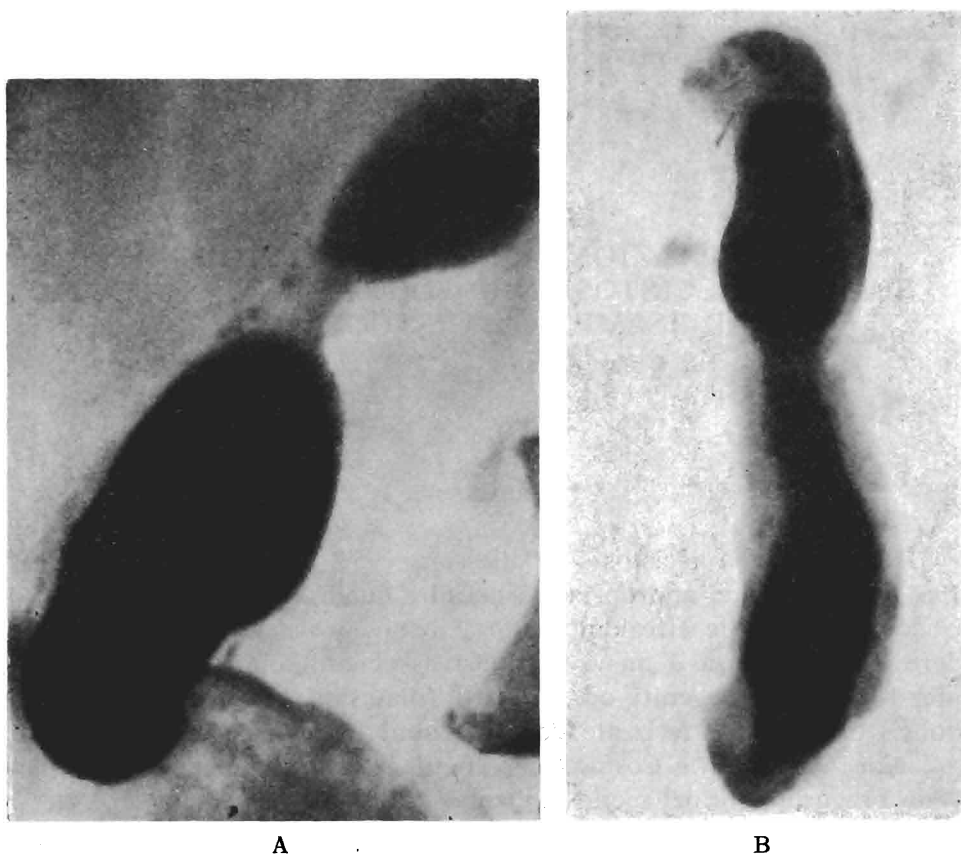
Quadro anatomo-radiografico di colecistosi iperplastica (adenomiomatosi).
